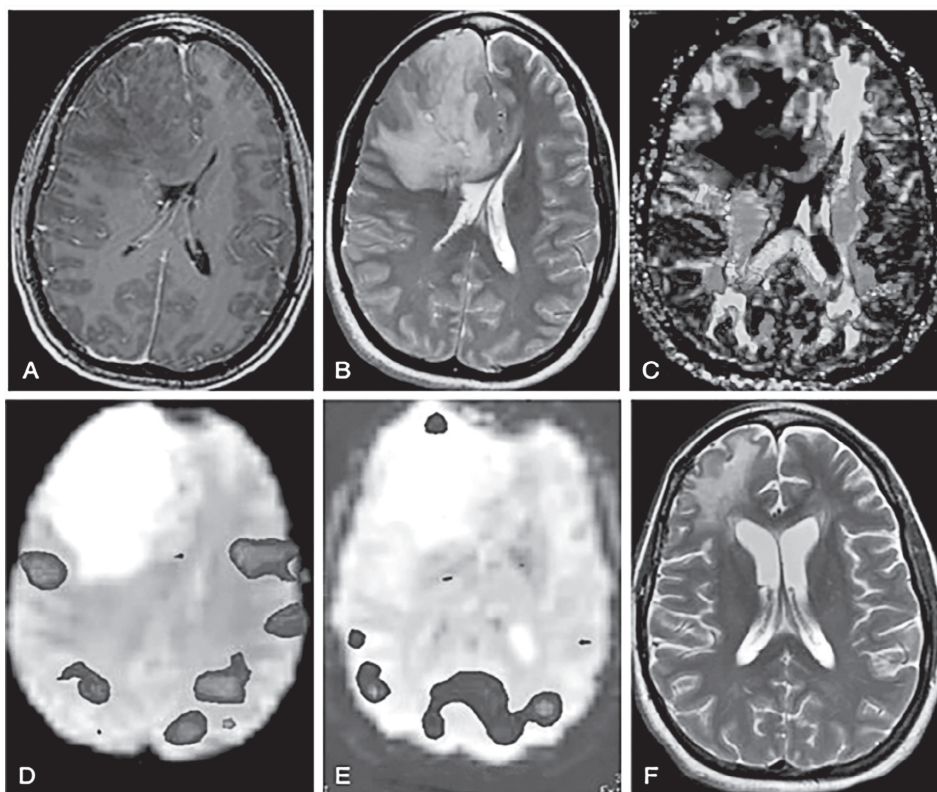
IRM funcțională. A- imagine T1 cu contrast determină prezența unei formațiuni iso-intense, fără captare, de lob frontal drept cu efect de volum și dislocare a structurilor liniei medii. B- aceeași formațiune, hiperintensă în T2. C- IRM funcțională denotă dislocarea căilor substanței albe. D, E- IRM funcțională denotă relația între ariile verbală și de motilitate oculară cu tumoarea. F- IRM efectuată peste 12 luni de la operație determină rezecție totală și absența recurenței [26] (imaginea preluată din Nader, Scott, Abdulrahman, Levy, Neurosurgery Tricks of the Trade – Cranial, Thieme 2013, p 74)
